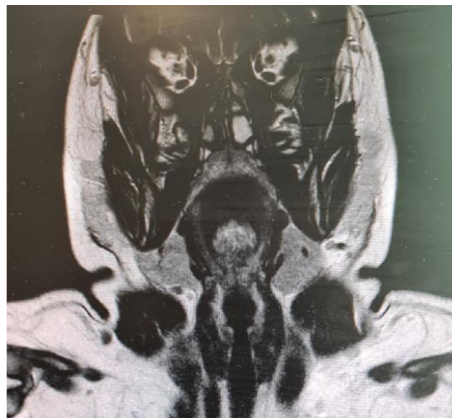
МРТ в сагиттальной и коронарной проекции.
